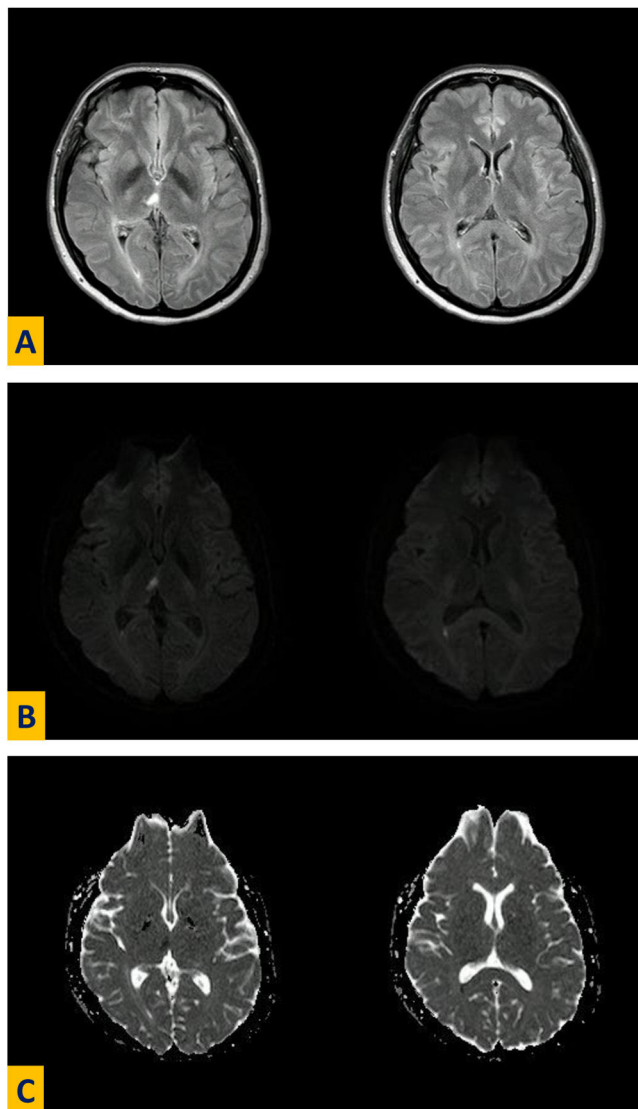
Resonancia cerebral magnética, corte axial en secuencia FLAIR (A), DWI (B) y mapa de ADC (C) que muestra infarto isquémico talámico medial derecho y de la pared posterior del atrio ventricular ipsolateral.
